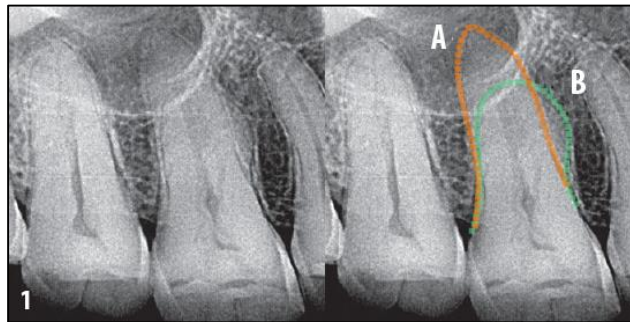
Radiografía periapical: A, raíz palatina. B, raíz mesiovestibular y distovestibular fusionadas<sup>26</sup>
